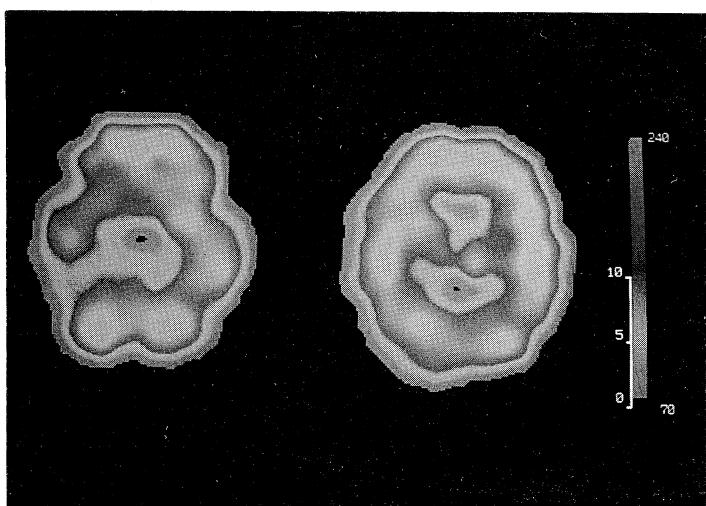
A brain SPECT by ^{123}I -IMP disclosed reduced collections of ^{123}I -isotopes in the basal ganglia. But, the collections in the cerebral and cerebellar hemispheres were normal.
